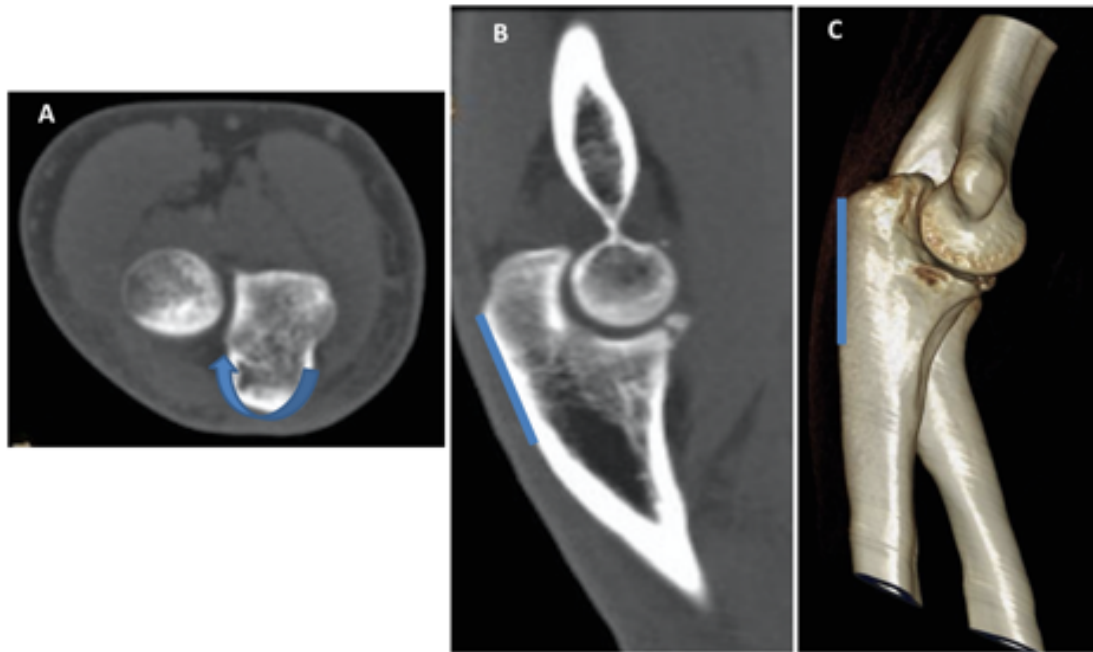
Reconstrucciones axial, sagital y volumétrica de TCMD codo con representación esquemática de la superficie cortical posterior plana del cúbito proximal (olecranon) (“flat spot”). A.Sección axial de TC codo donde se visualiza el cúbito proximal con una superficie cortical posterior convexa. B.Sección sagital del cúbito proximal donde se visualiza la superficie cortical posterior de morfología plana. C.Reconstrucción 3D del codo. Visión lateral donde se observa la superficie cortical posterior plana del cúbito proximal.
